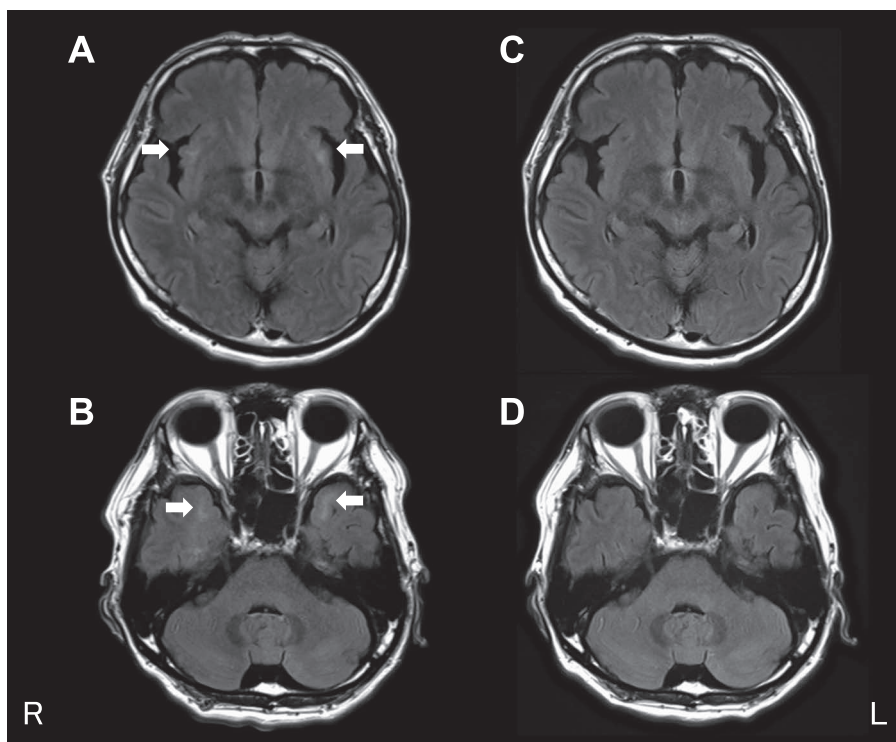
Brain MRI findings on admission and after treatment. Initial images of axial FLAIR imaging obtained at day 2 after admission (A, B) show hyperintense lesions (arrows) involving bilateral insular cortex and temporal pole. Follow-up FLAIR images (C, D) obtained 37 days after penicillin treatment show that these lesions have improved.
